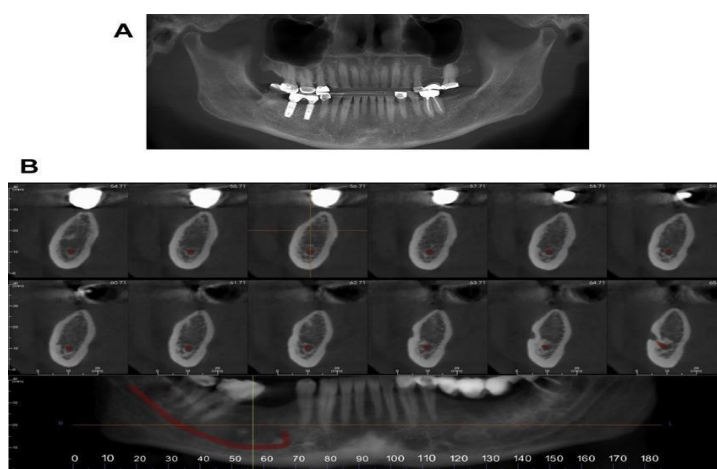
Imagens radiográficas de reconstruções secundárias de vários programas de *software* de CBCT. (A) Reconstrução panorâmica bidimensional (2D). (B) Planificação de implantes com reproduções 2D e um traçado do nervo mandibular. Adaptado de (Abramovitch & Rice, 2014).
